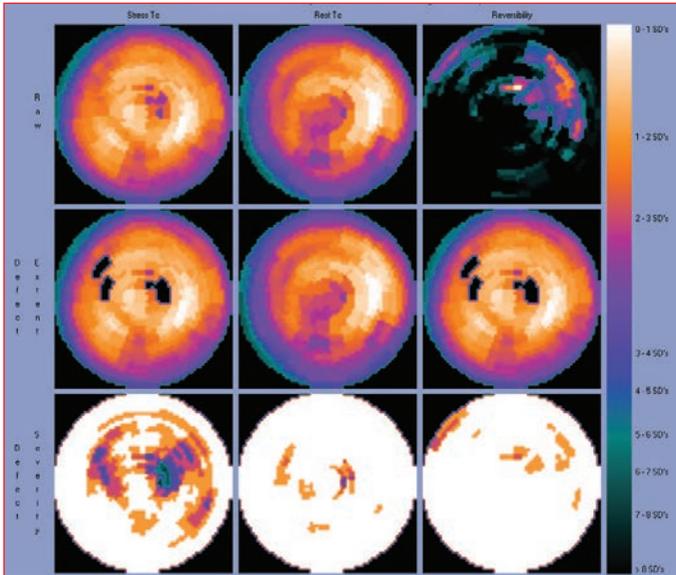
Polar map of Tc-99m sestamibi myocardial perfusion scintigraphy performed pre-ablation: LVEF was measured at 25%, and no ischemia was noted in the LAD territory.
